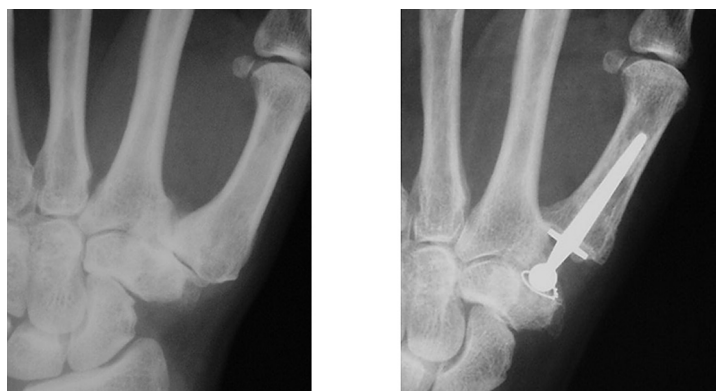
Radiografía anteroposterior de mano izquierda con prótesis De la Caffinière. 15 años de evolución satisfactoria.
